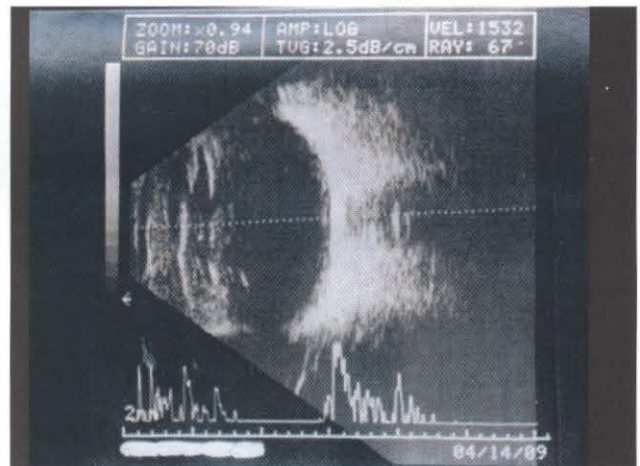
OE: Ultrassonografia mostrando pico de alta refletividade na região tumoral.
